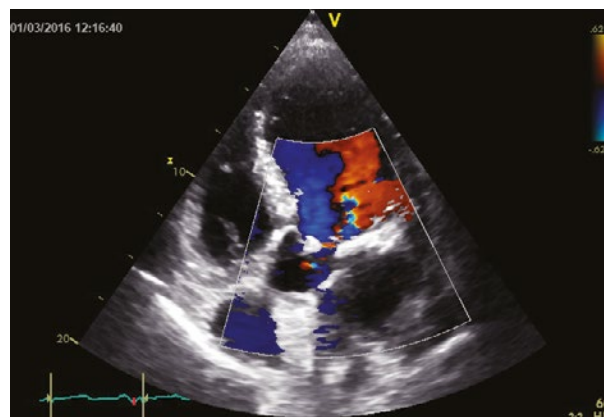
Apical 5 camere – Doppler color – regurgitare aortică severă
